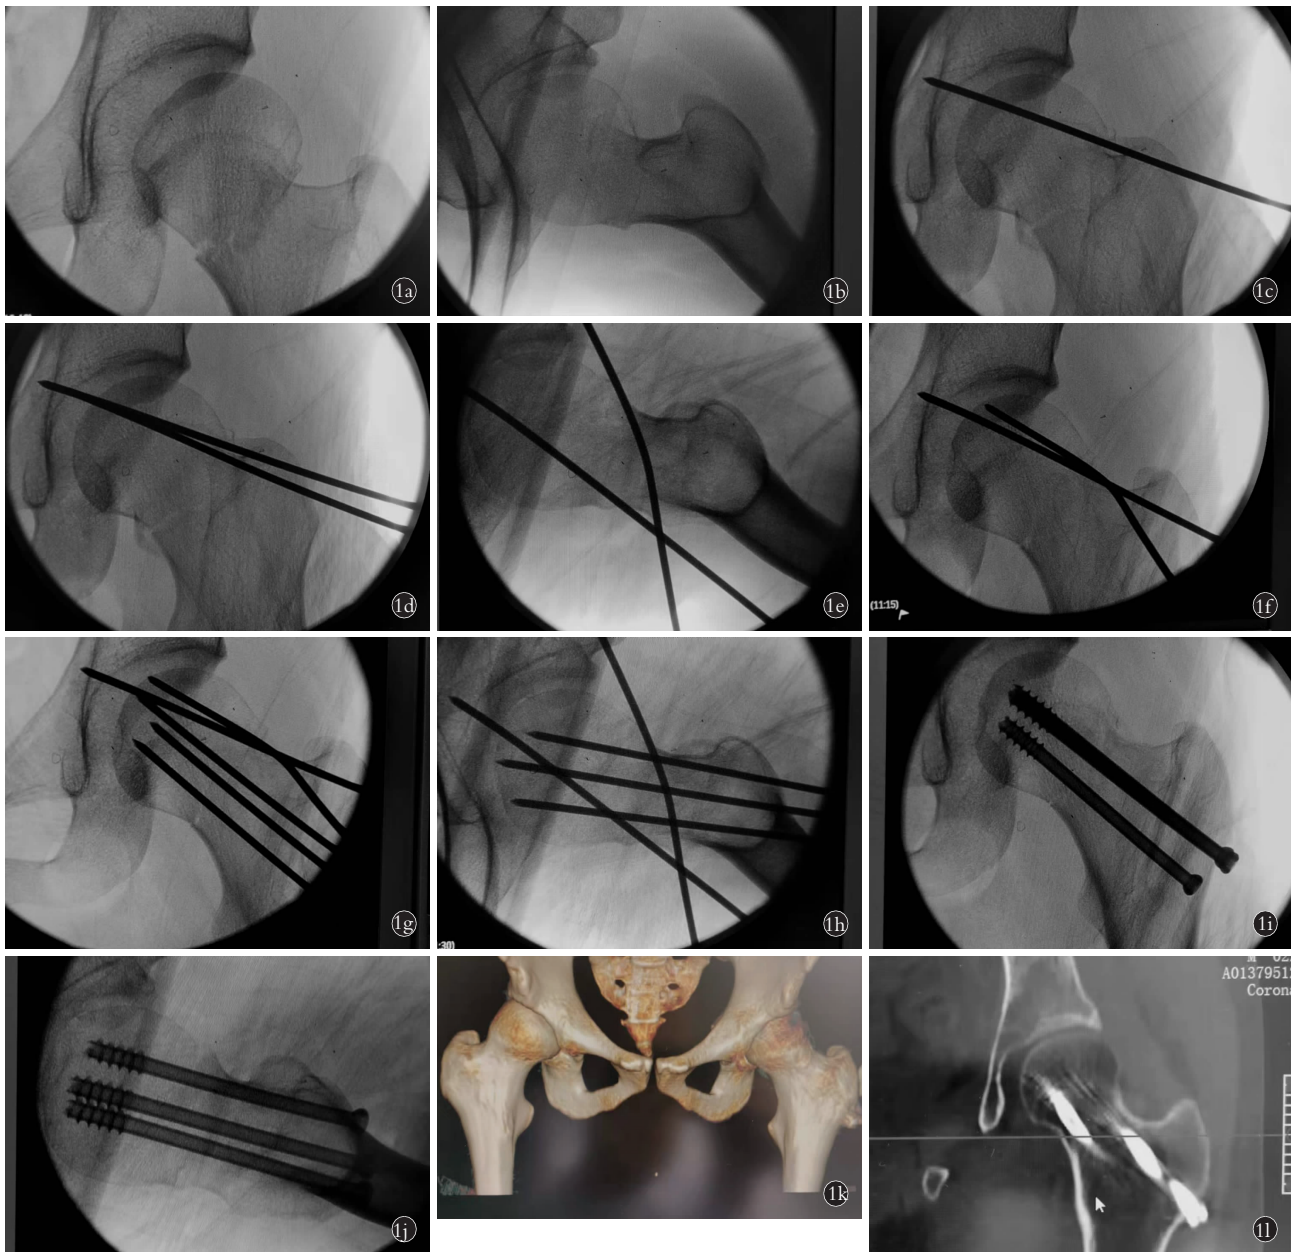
患者,男,21 岁,外展嵌插型股骨颈骨折 1a,1b.术前正侧位 X 线透视显示骨折牵引后出现前内侧分离,后外侧嵌插加剧 1c,1d.正侧位 X 线透视显示直径 2 mm 克氏针 2 枚将股骨头固定于髋臼骨质 1e,1f.轻柔内旋内收下肢完成复位,X 线透视可见 1 枚克氏针在复位应力下被折弯(箭头) 1g,1h.导向器辅助下植入 3 枚内固定导针的正侧位透视 1i,1j.术后 X 线透视显示拧入 3 枚直径 7.3 mm 内固定螺钉呈倒三角平行分布 1k,1l.术后半年 CT 显示骨折愈合
